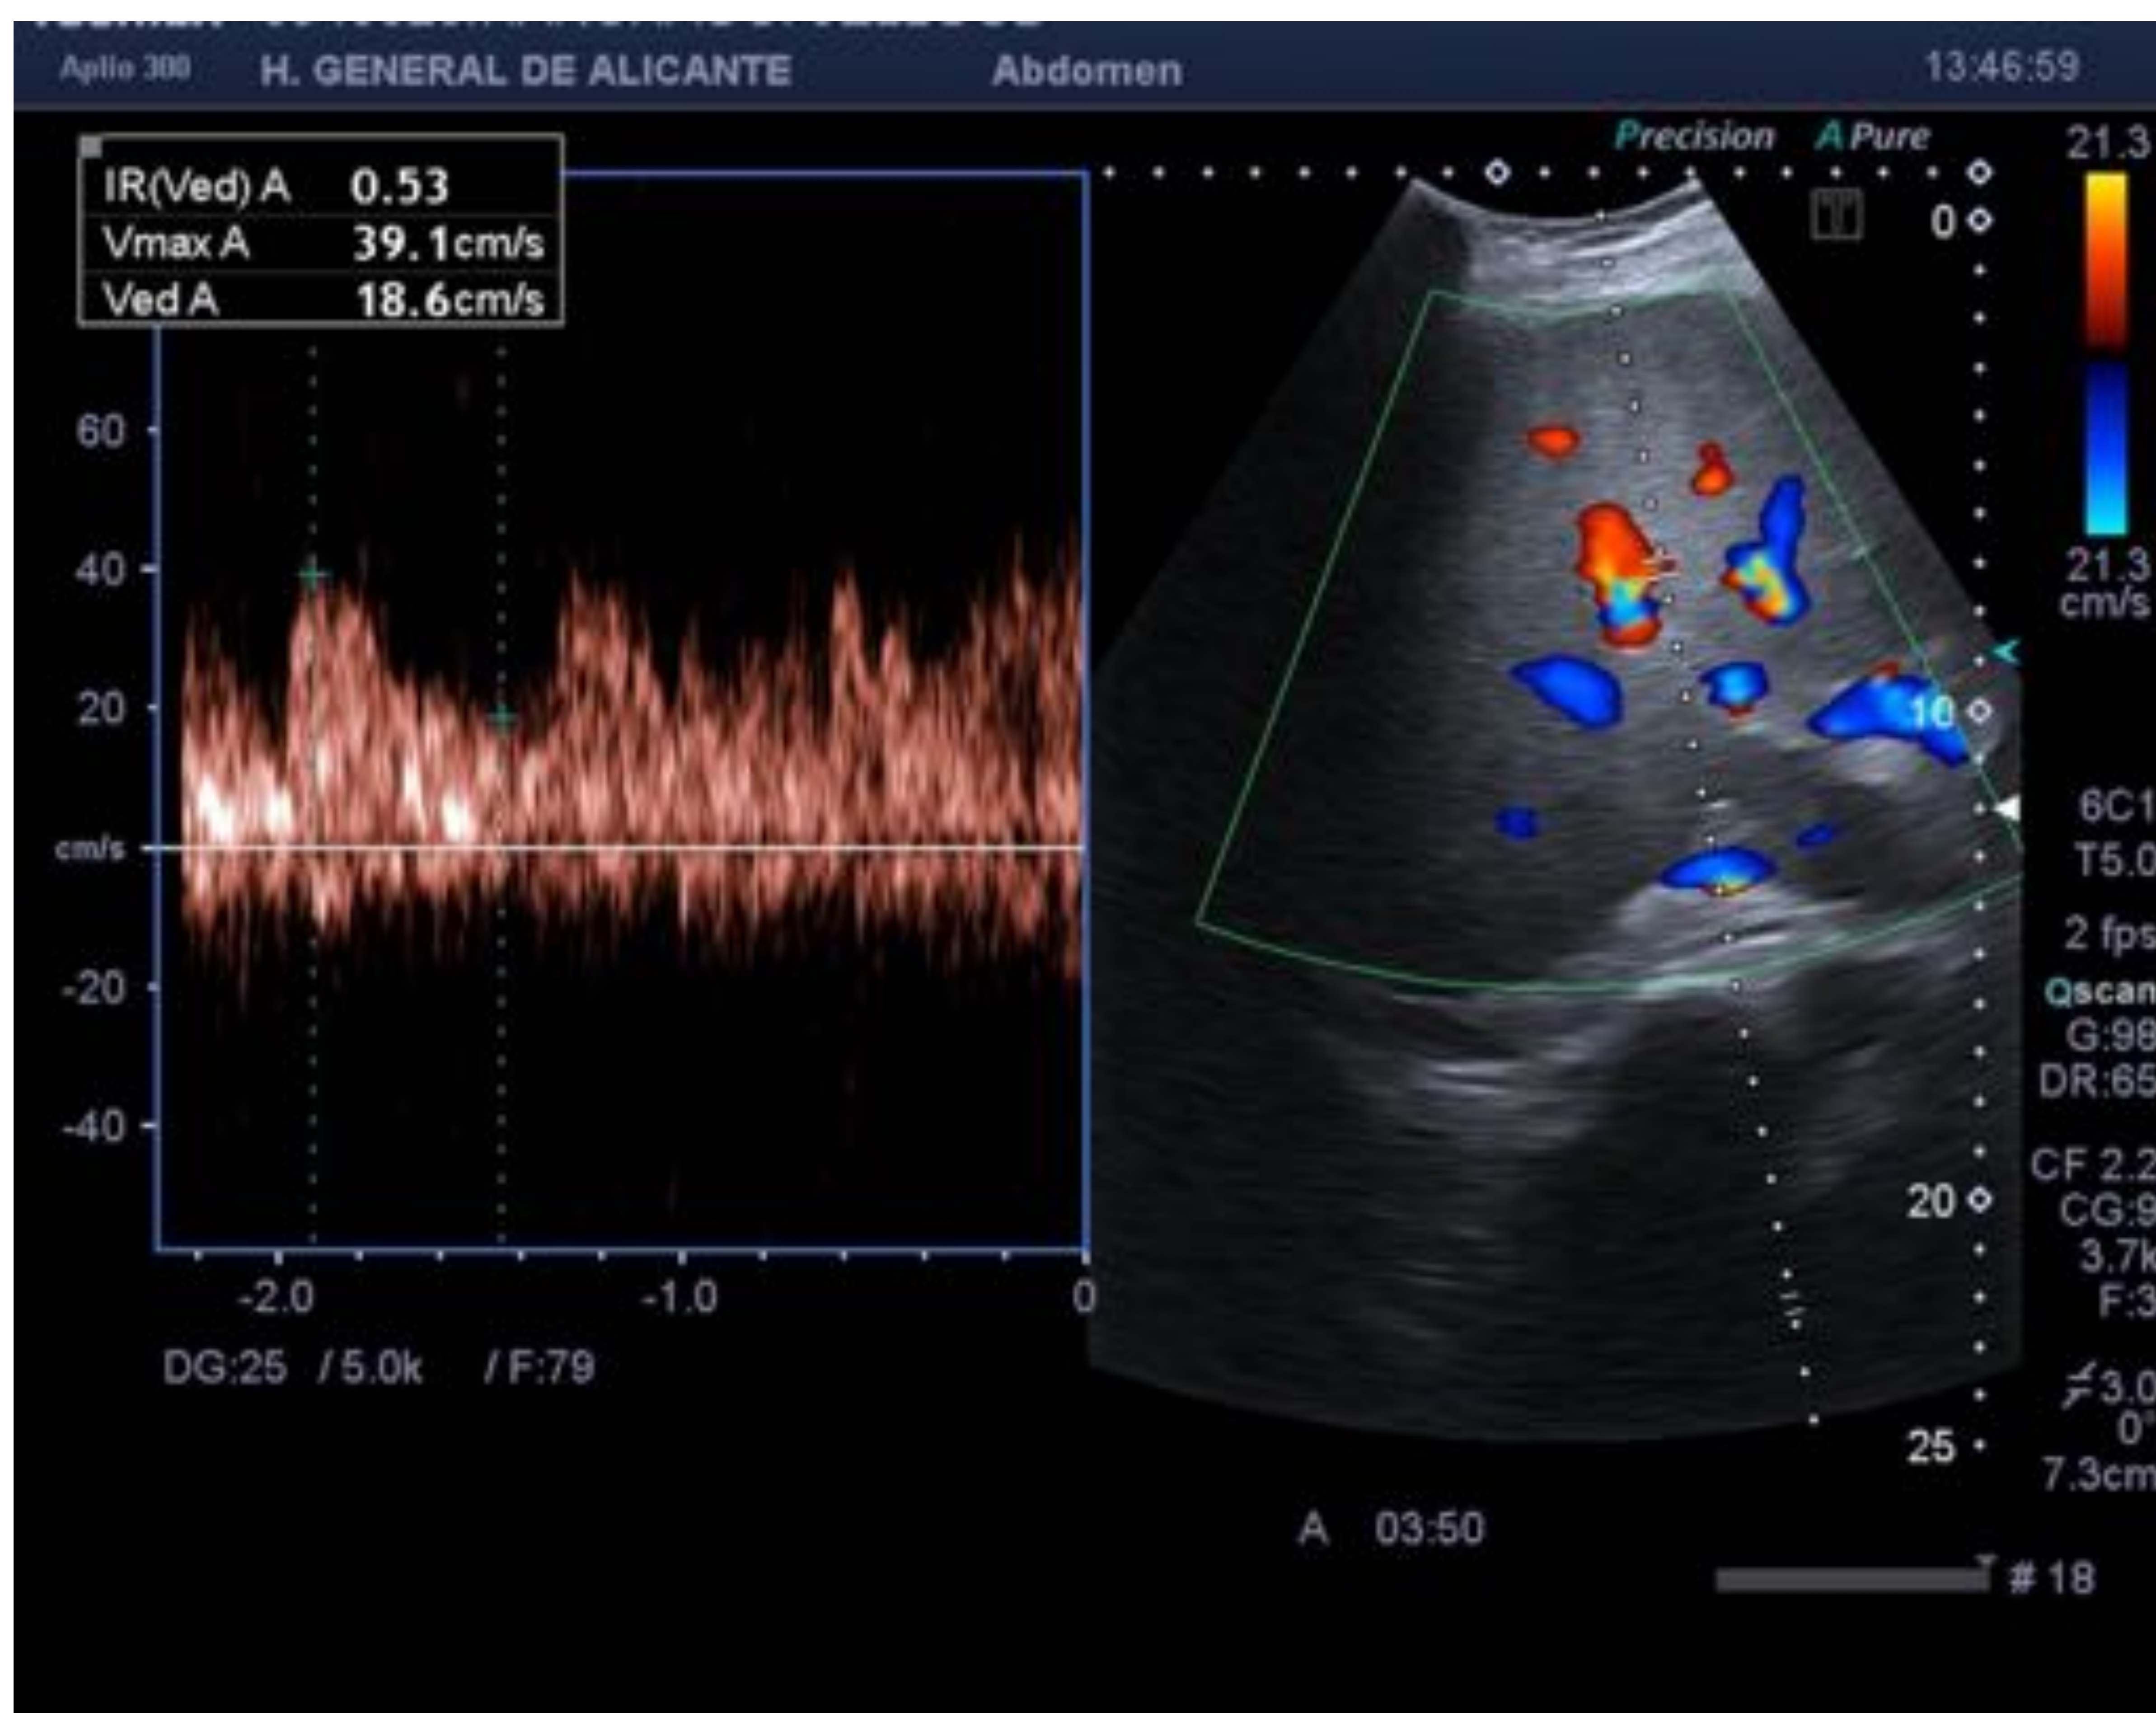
Doppler: a. intrahepática derecha de morfología e IR normales.
